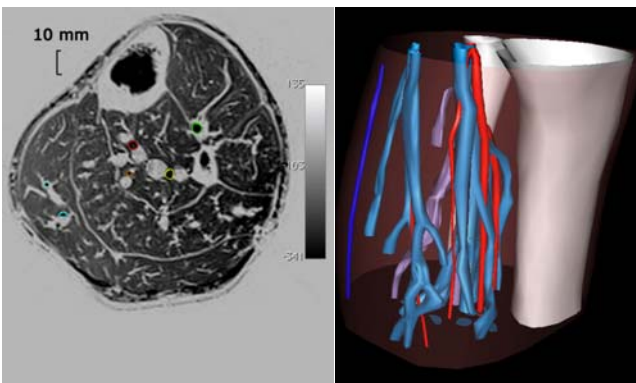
IRM 3T en position couchée. La coupe montre les contours des artères : tibiale antérieure (en vert), tibiale postérieure (en rouge), fibulaires (en jaune) et soléaire (en orange). À droite est représenté le modèle 3D en vue postéro-médiale.
